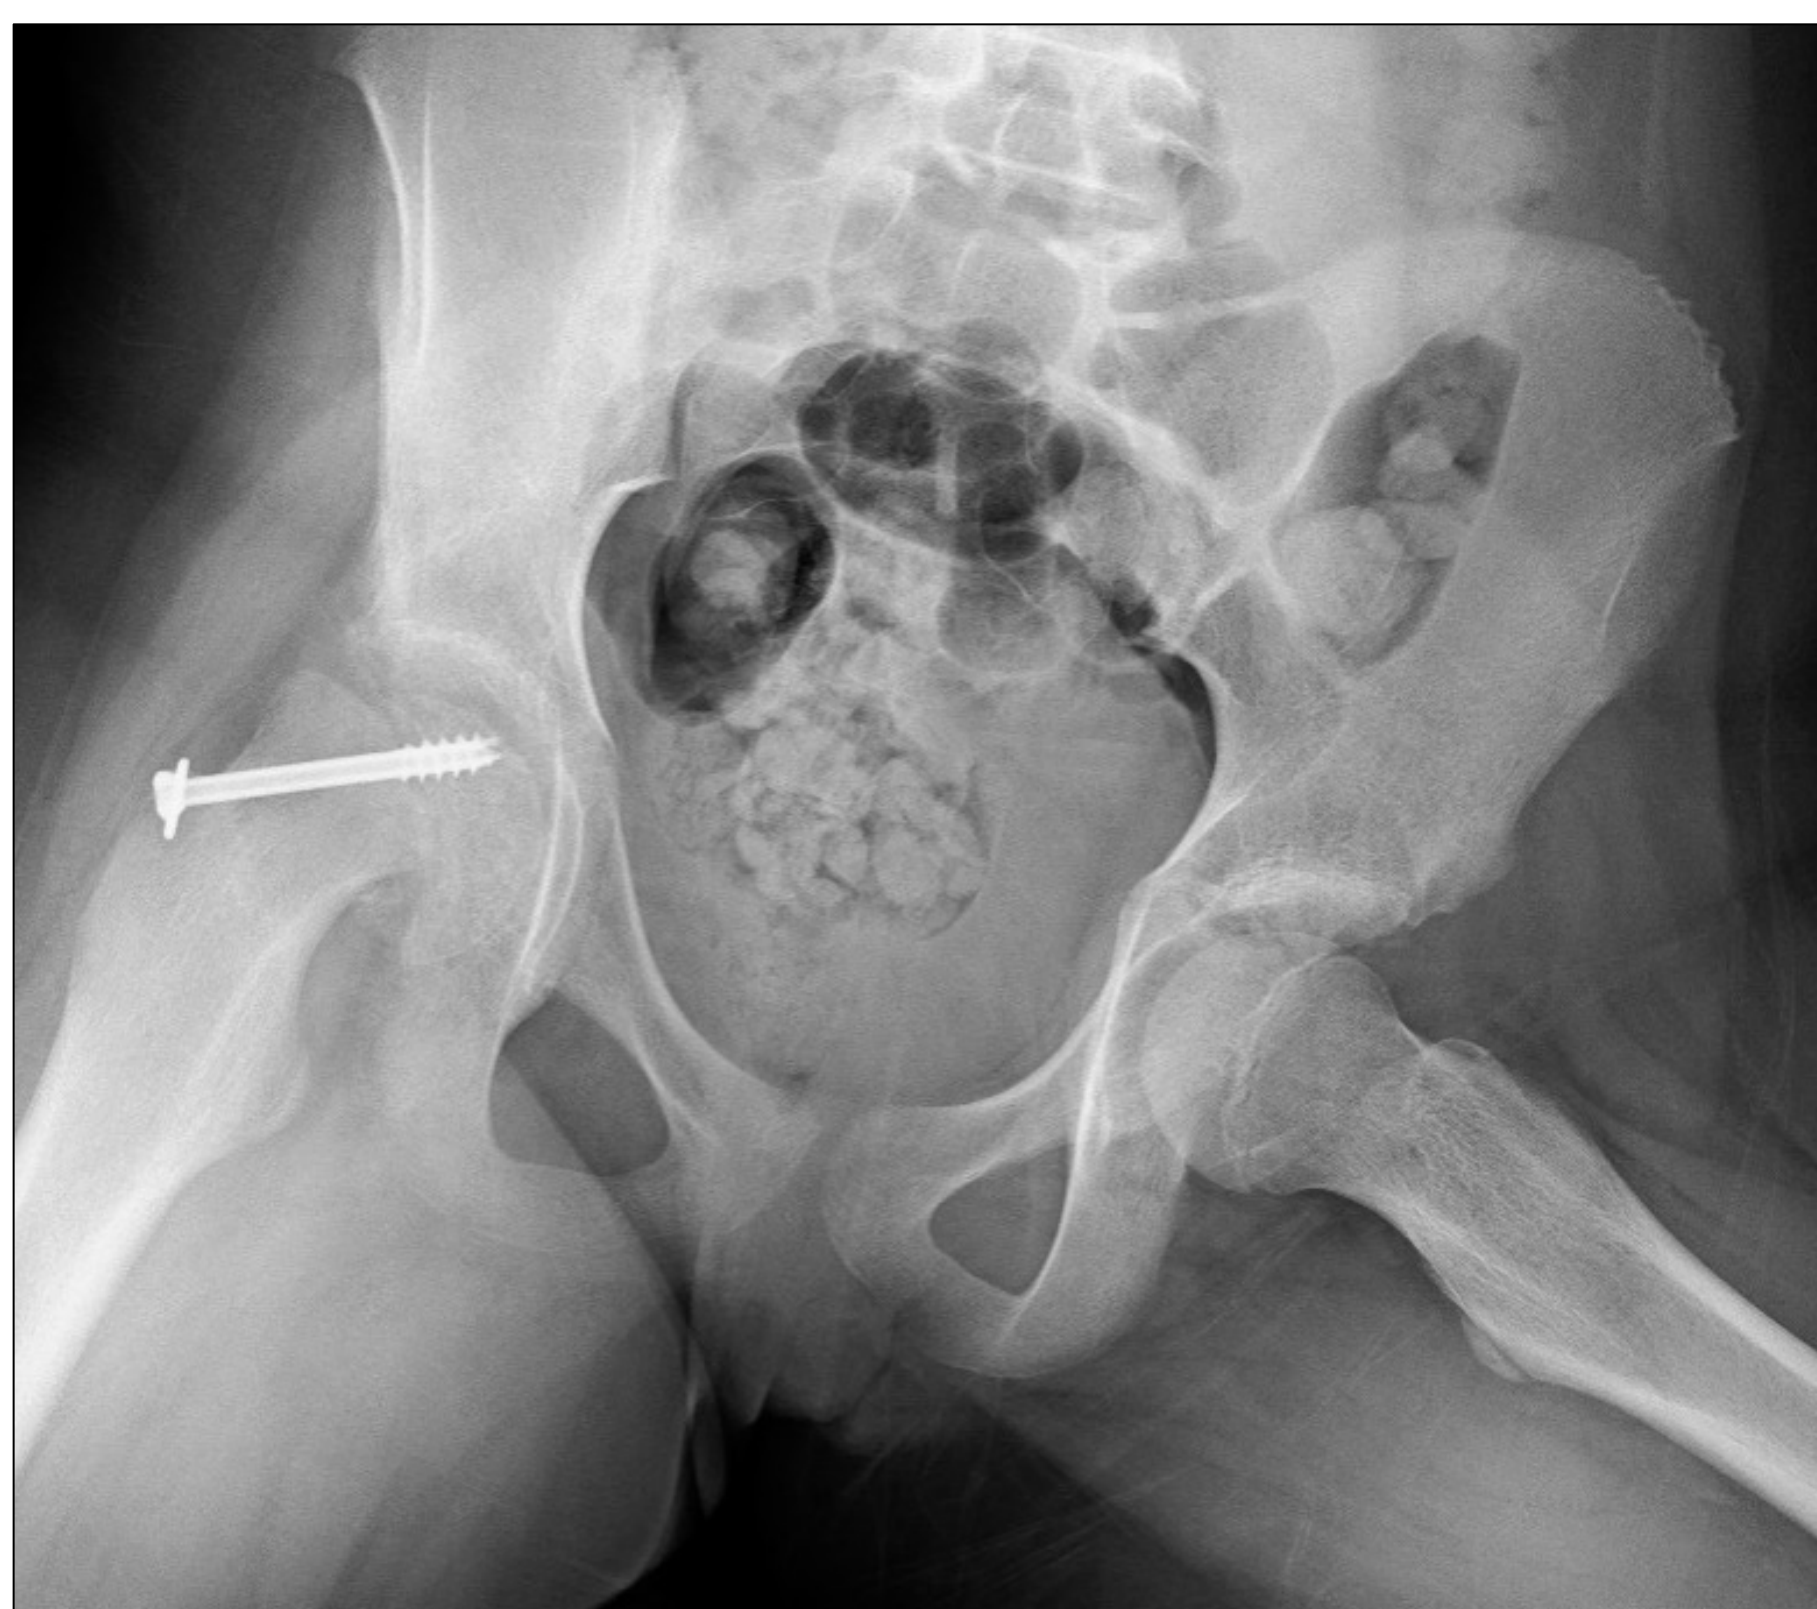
Radiografía axial de ambas caderas a los 20 días. Se observa un desplazamiento secundario de la epífisis femoral proximal derecha.
